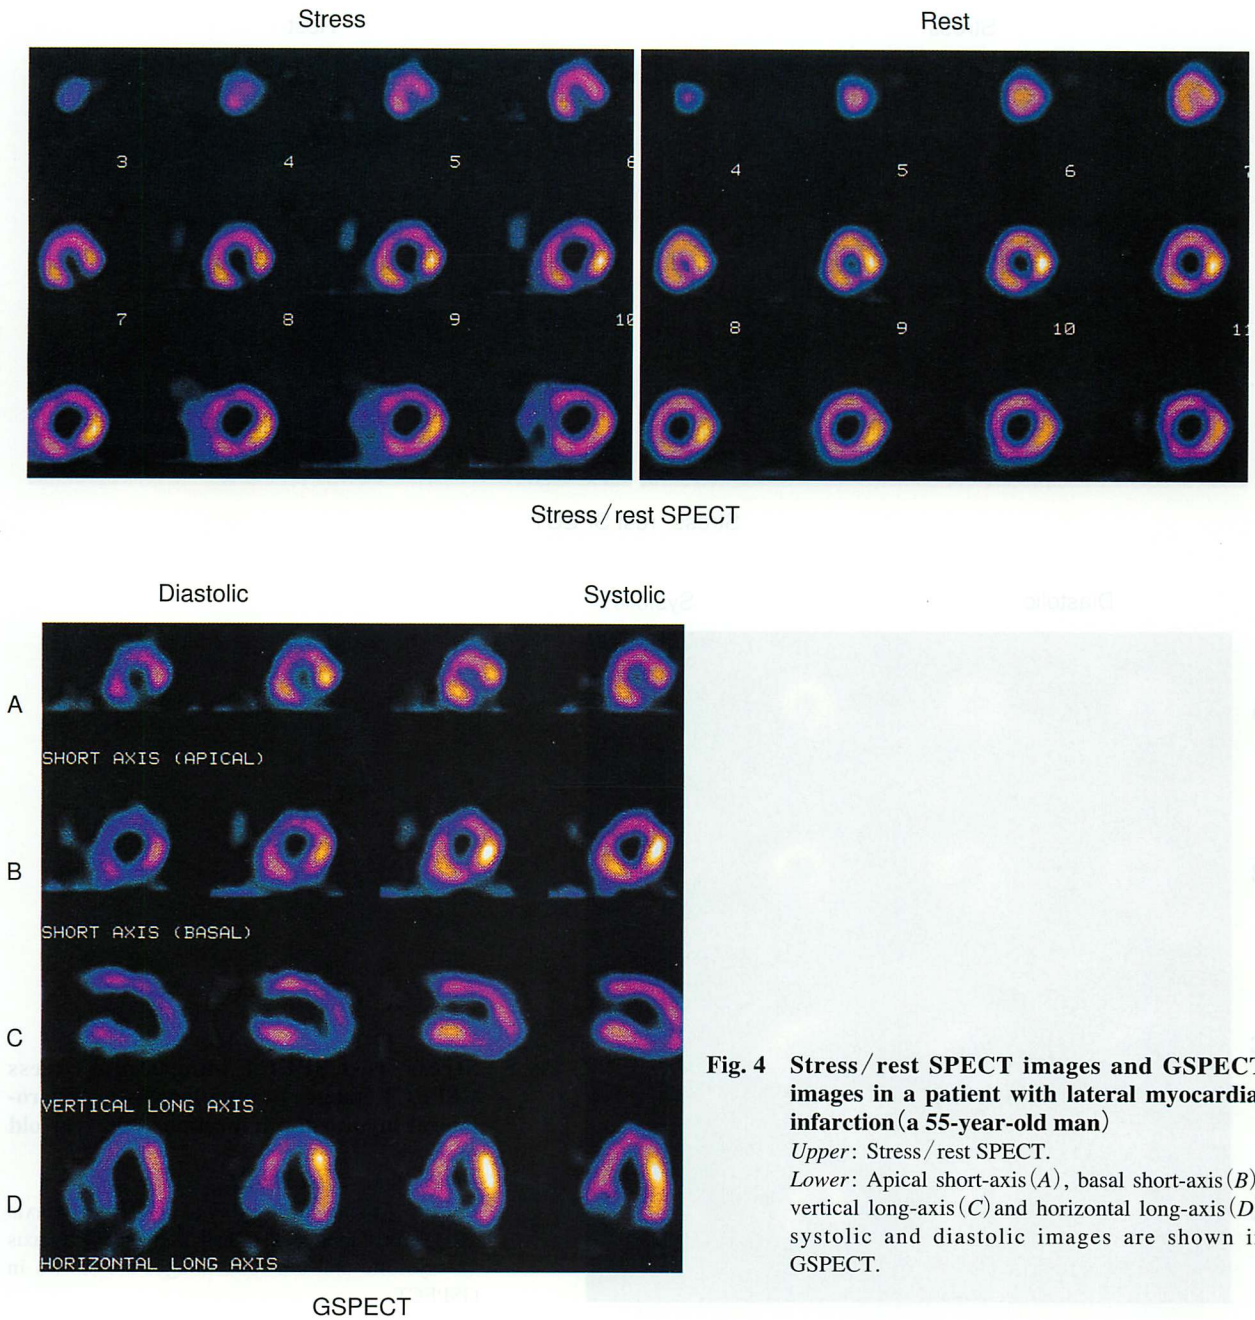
Stress/rest SPECT images and GSPECT images in a patient with lateral myocardial infarction (a 55-year-old man)
